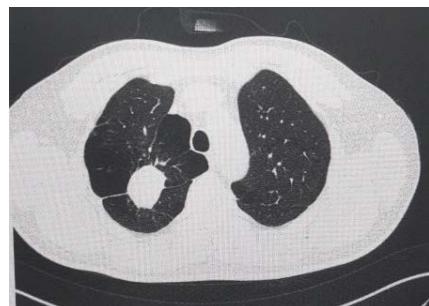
Chest enhanced CT lung window on June 7, 2024
